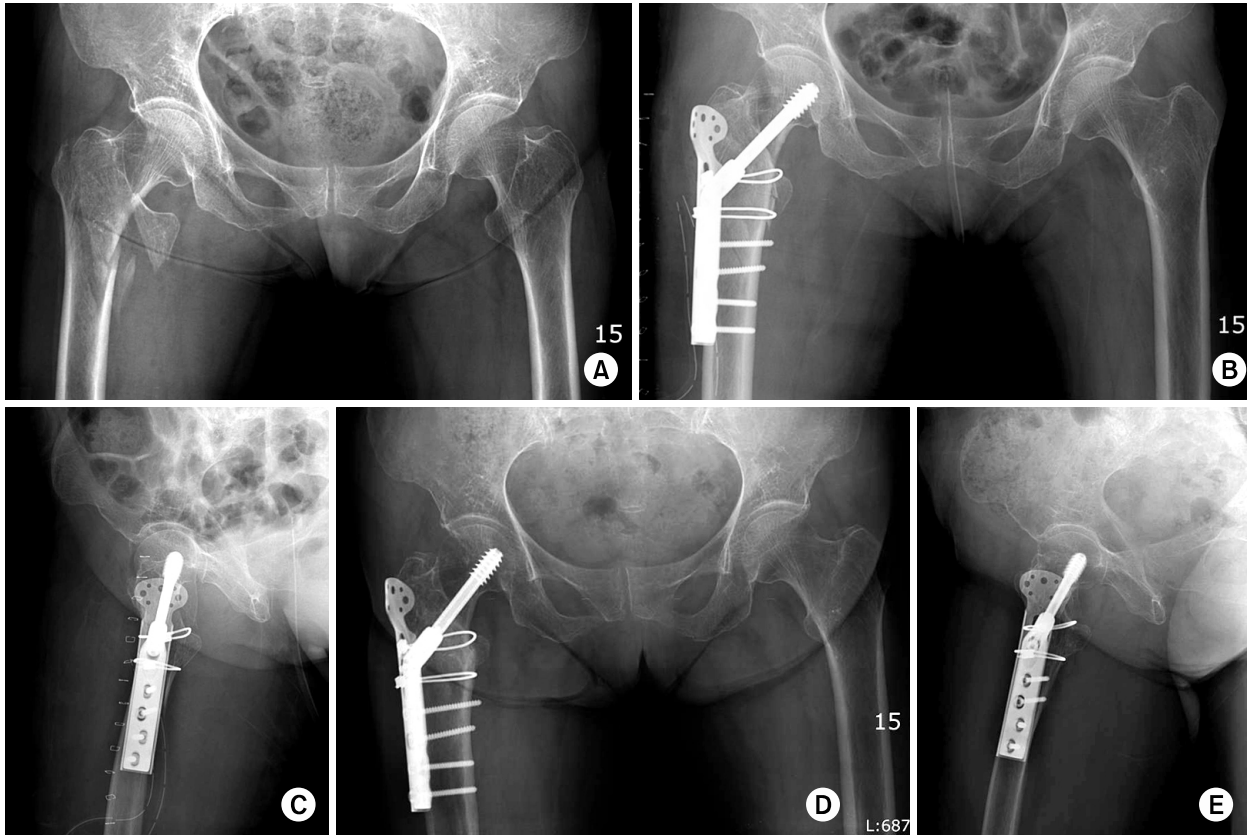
(A) Initial radiograph in 84-year-old woman shows unstable intertrochanteric fracture according to EVANS classification. (B, C) Immediate postoperative radiograph of internal fixation with DHS and TSP. (D, E) Postoperative 14 months radiograph shows complete union of fracture site, 3 mm slippage of lag screw and 3 degree change of neck-shaft angle without lateral displacement of greater trochanter.
